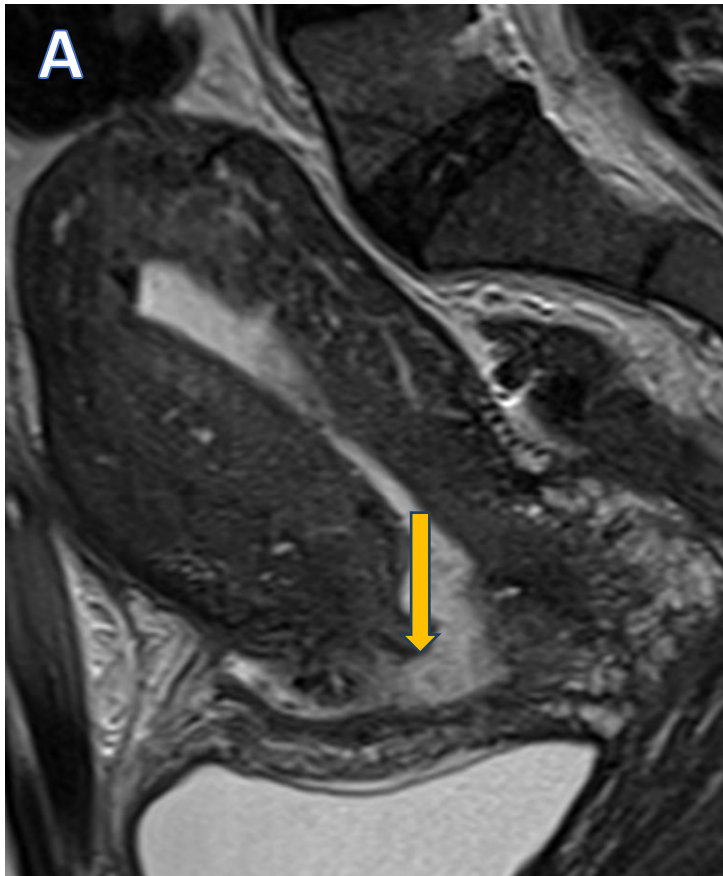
RM de pelvis de alta resolución en el plano sagital (A y B) potenciadas en secuencia T2 . Paciente cursando post operatorio de cesárea. Se identifican cambios morfológicos en la pared anterior del útero, identificándose solución de continuidad del miometrio (flecha naranja en A). En la imagen B, se identifican los cambios morfológicos secundarios a la ruptura (estrella) y una burbuja aérea contenida por el peritoneo (estrella azul).
